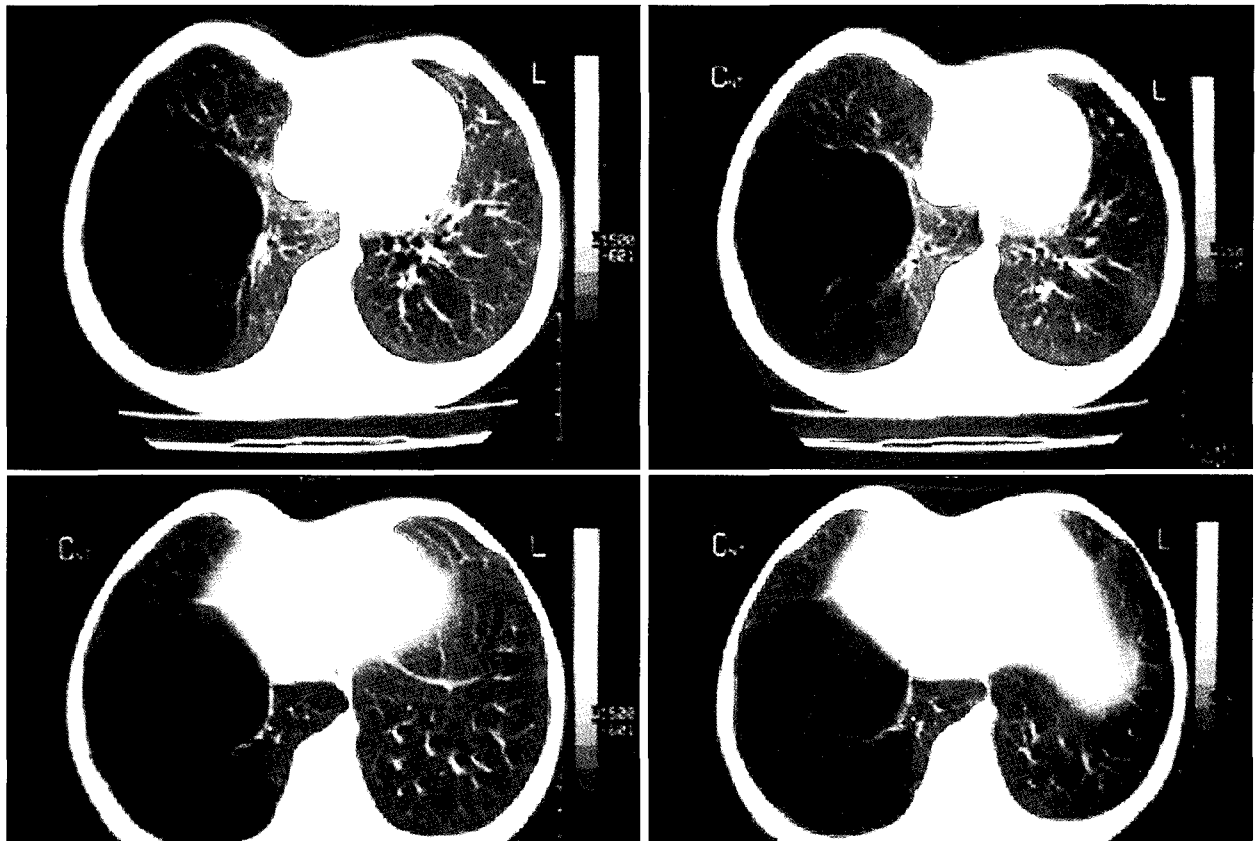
Preoperative chest CT demonstrates multi-septated, large cystic lesion in the right lower lobe and non-symmetric depression of the anterior chest wall.
